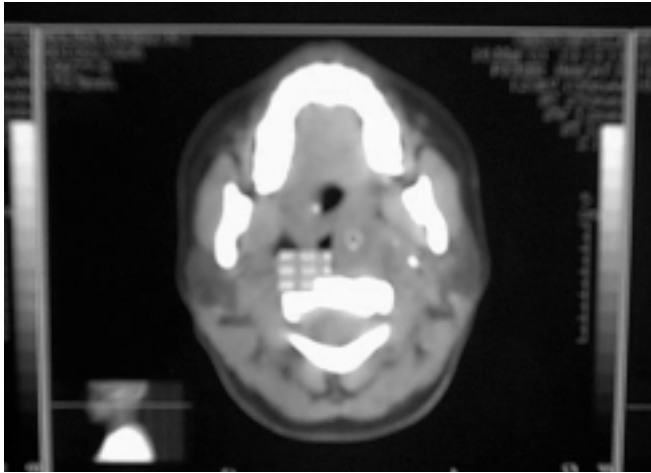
Corte axial de TAC a nivel orofaríngeo que muestra un aumento de densidad de tejidos blandos a nivel del espacio parafaríngeo izquierdo.
